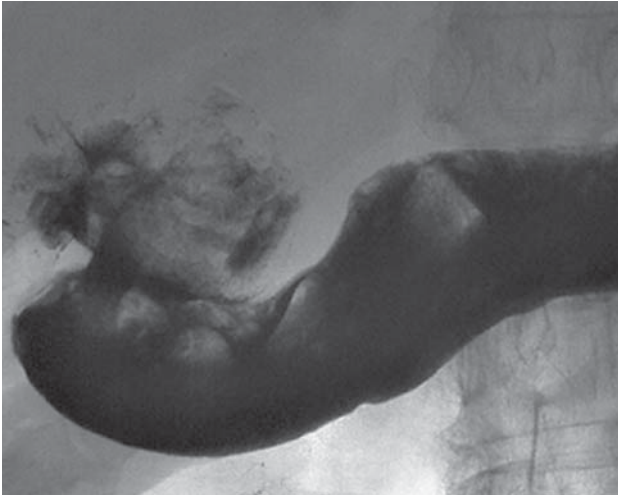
Рентгенограмма желудка. Начальные отделы двенадцатиперстной кишки деформированы, содержимое неоднородной структуры, в просвете желудка видны дефекты наполнения.
